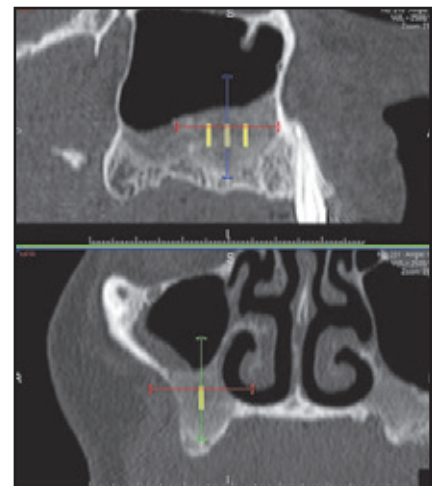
und 3d Patient 3: CT-Scans der linken Kieferhöhle (2 Schwämme), die (links) sofort nach dem Eingriff und (rechts) 6 Monate danach angefertigt wurden. Nach 6 Monaten sind der Verlust des Transplantatvolumens und die Auflösung der Entzündung zu erkennen.
